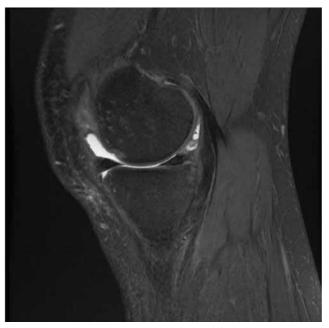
IRM du genou gauche.
